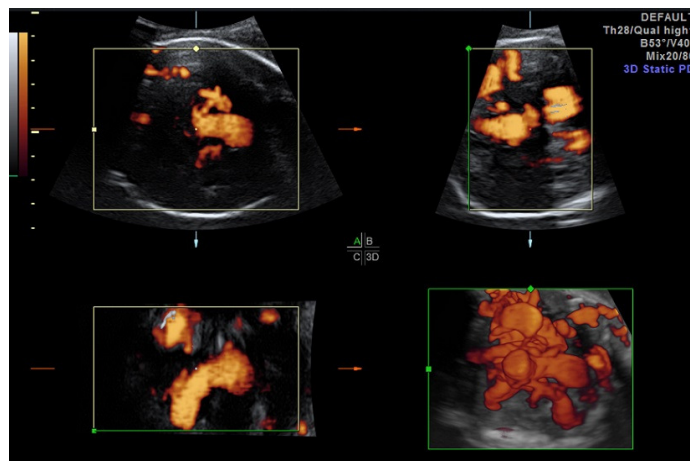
經由血流都卜勒超音波可發現是血管瘤，且出現腦部血流訊號豐富
